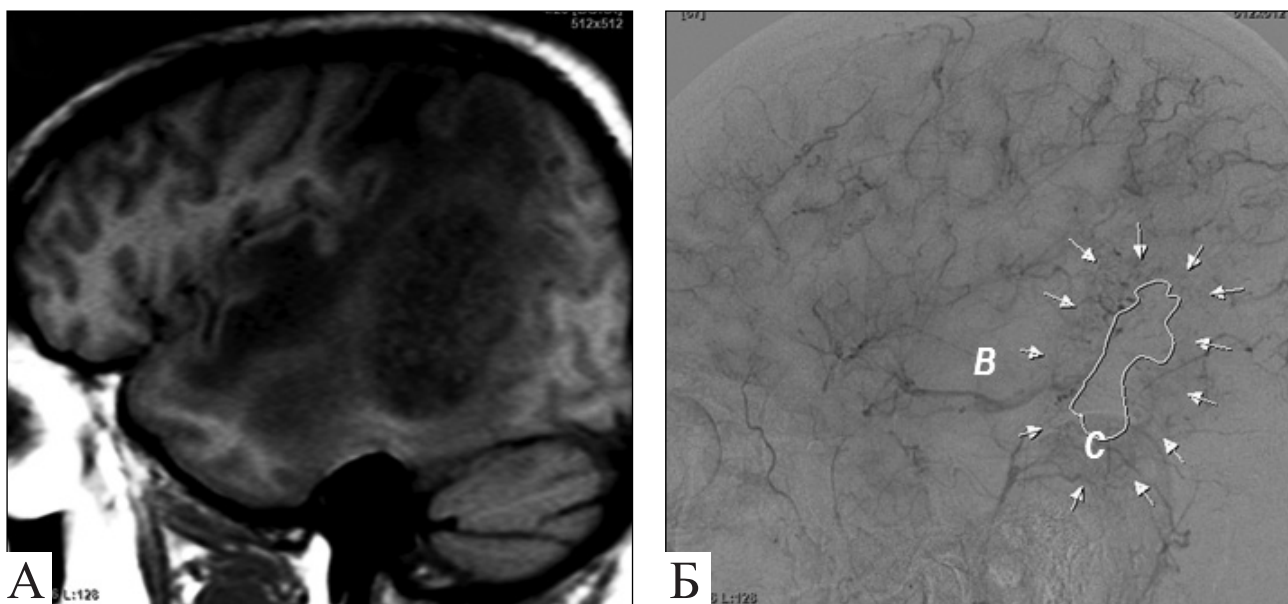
Пацієнт С.: А — МРТ-візуалізація гліобластоми скронево-потилично-тім'яної ділянки правої великої півкулі головного мозку; В — межі пухлинного вузла (артеріо-капілярна фаза ЦАГ); С — ділянка збідненої васкуляризації (зона некрозу)
